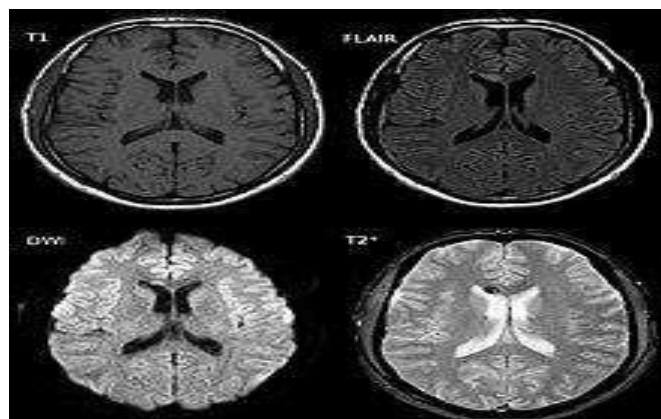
IRM montrant une lésion axonale diffuse à 3 jours après un accident de moto. L'image en T1 ne permet pas de visualiser la LAD contrairement aux modes FLAIR, DWI et T2.
